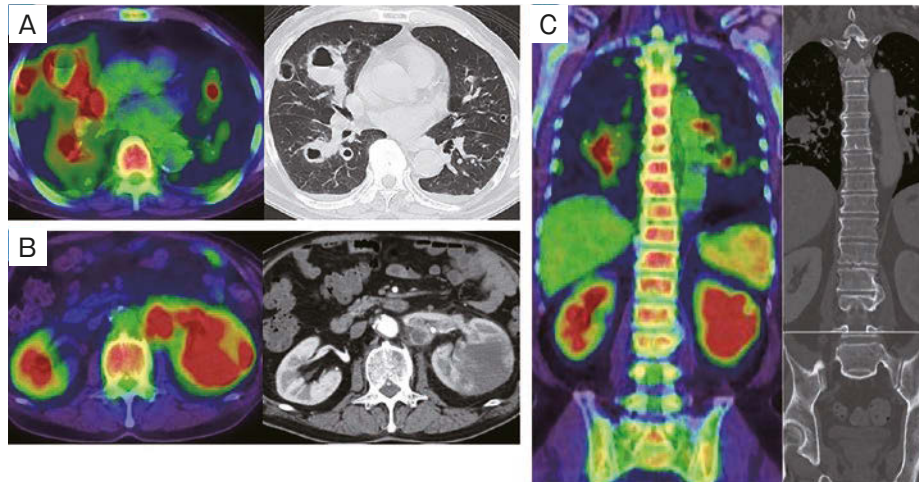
造影CTならびにPET/CT所見. (A) 胸部, (B) 腹部, (C) 椎体. CT上の肺空洞陰影に一致して強いFDG集積 (SUVmax 10.3) を認める. またCT上, 左腎盂は腫大しPETでは同部位に非常に強いFDG集積 (SUVmax 61.5) を認める. 肺, 腎とともに全椎体に強いFDG集積 (SUVmax 6~11.2) を認める. CTでは椎体に溶骨性もしくは造骨性所見を認めない.
